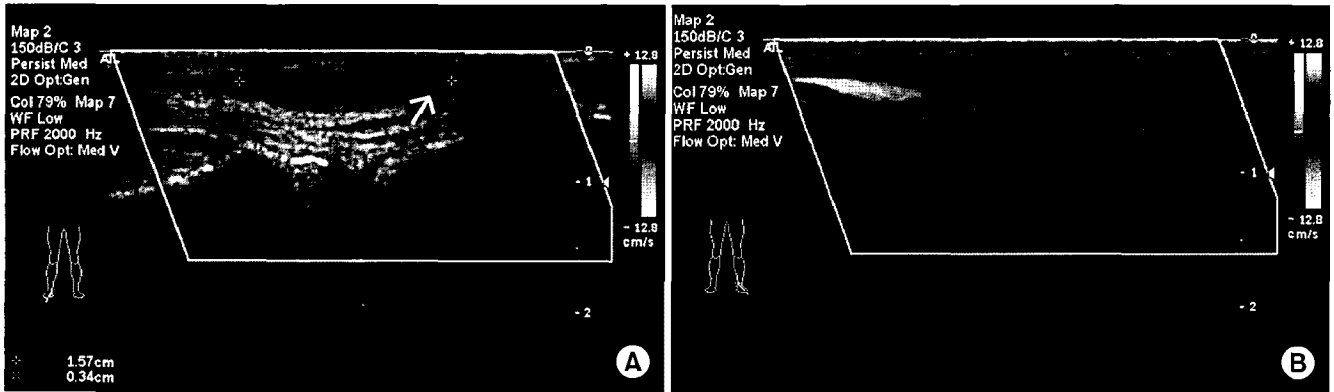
(A) Preoperative Doppler sonography view in supine position. Note well-defined anechoic cystic lesion showing 1.57×0.34 cm sized aneurysmal dilatation in vein of dorsum of foot. White arrow indicates afferent venous supply. (B) Preoperative Doppler sonography view in supine position, showing efferent venous flow.
